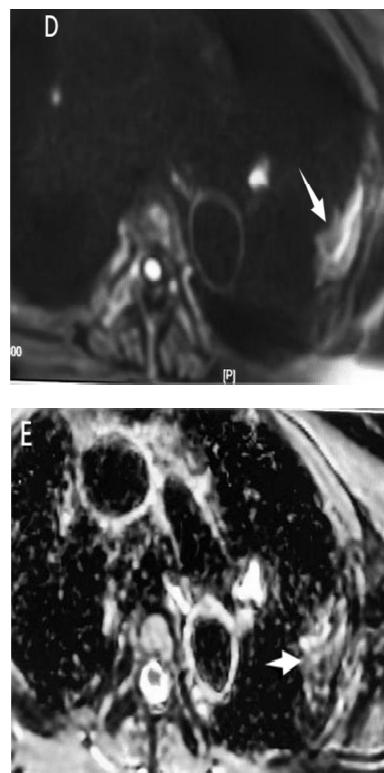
DWI (B=1000) 示病变扩散受限.D、扩散图高信号(箭).E ADC图低信号(箭)
